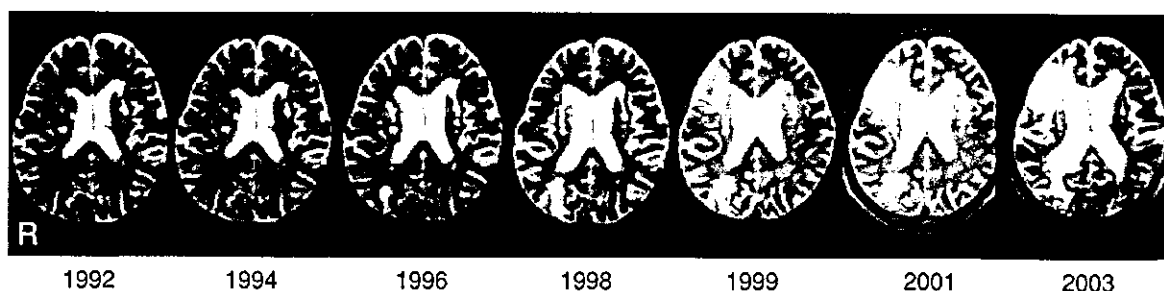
多発梗塞性痴呆の 69 歳、男性における MRI 画像の推移
